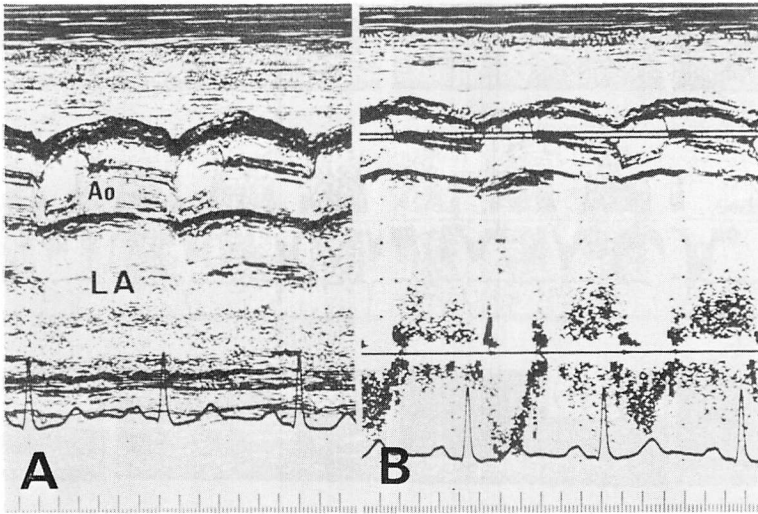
Preoperative M-mode (A) and pulsed Doppler (B) echocardiograms of the aortic valve.
